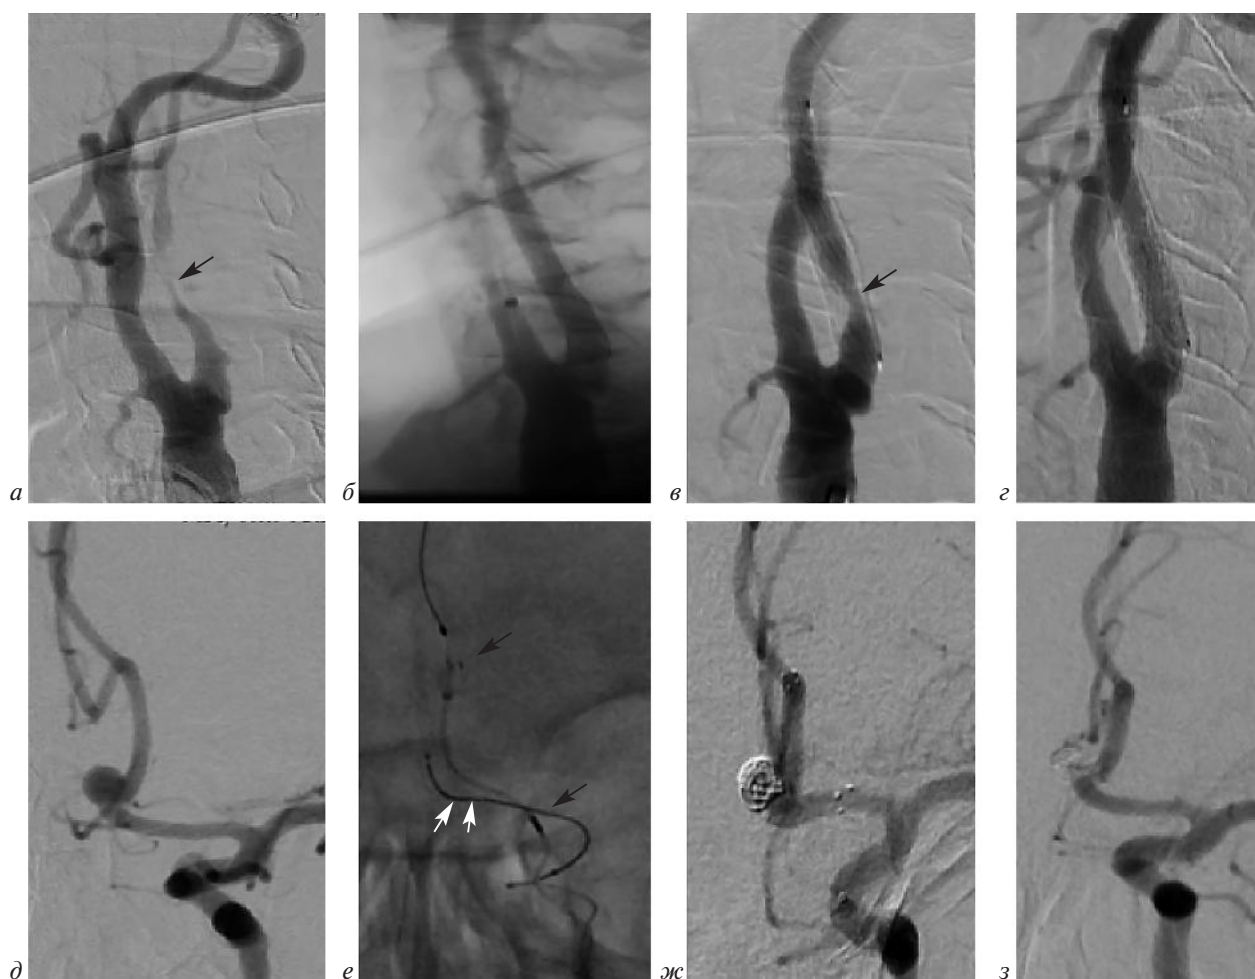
Ангиограммы 3-го пациента до и после стентирования внутренней сонной артерии (ВСА) и рентгенэндоваскулярной эмболизации аневризмы головного мозга:
